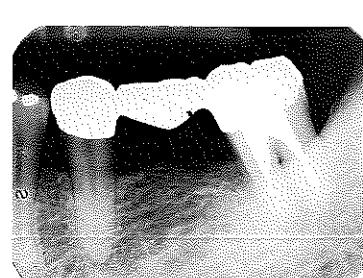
術後5ヵ月のX線写真。7の近心の骨の状態がやや改善しているように見える
